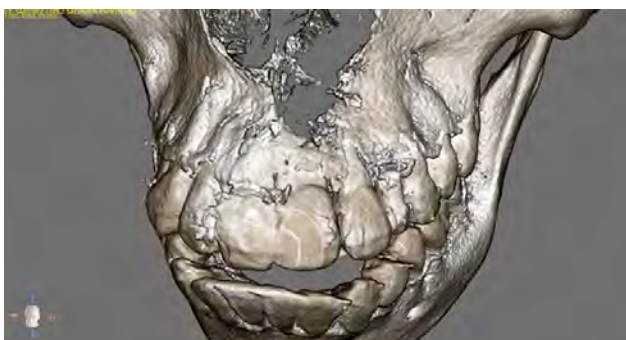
Reconstrucción en 3D de la tomografía en la cual se observa disminución de la densidad ósea en el área donde se encuentra el quiste periapical.
